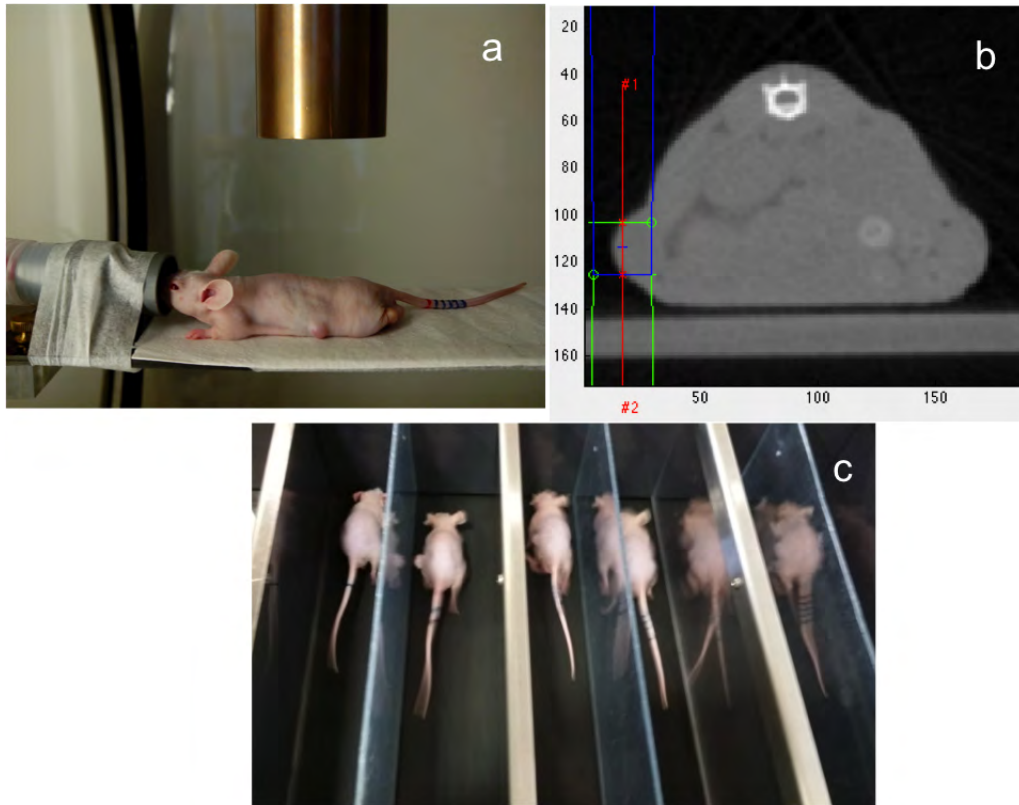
(a) Souris positionnée sur la table de traitement dans le XRAD225Cx avec le collimateur de 8mm en place. Elle est anesthésiée au moyen d’un gaz à l’isofluorane. (b) Balistique de traitement définie dans le pilote du XRAD225Cx à partir de l’image CT. La profondeur moyenne de la cible dans la souris est estimée le long de l’axe central du faisceau pour cette coupe seulement. (c) Souris pendant l’entraînement en course sur le tapis roulant.
